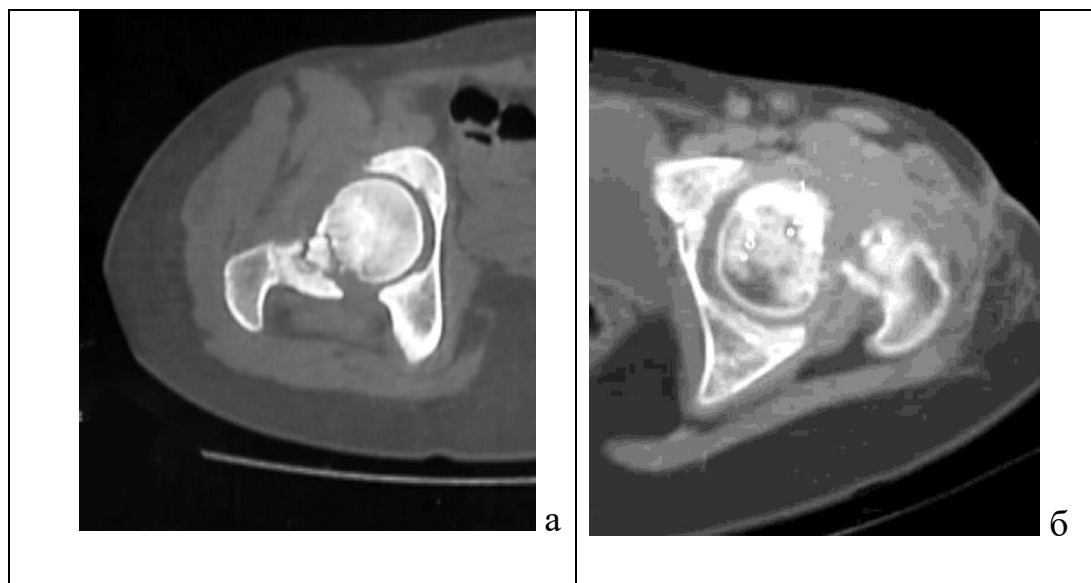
Рисунок №1. Сравнительная компьютерная томография тазобедренных суставов с переломом и ложным суставом шейки бедренной кости
